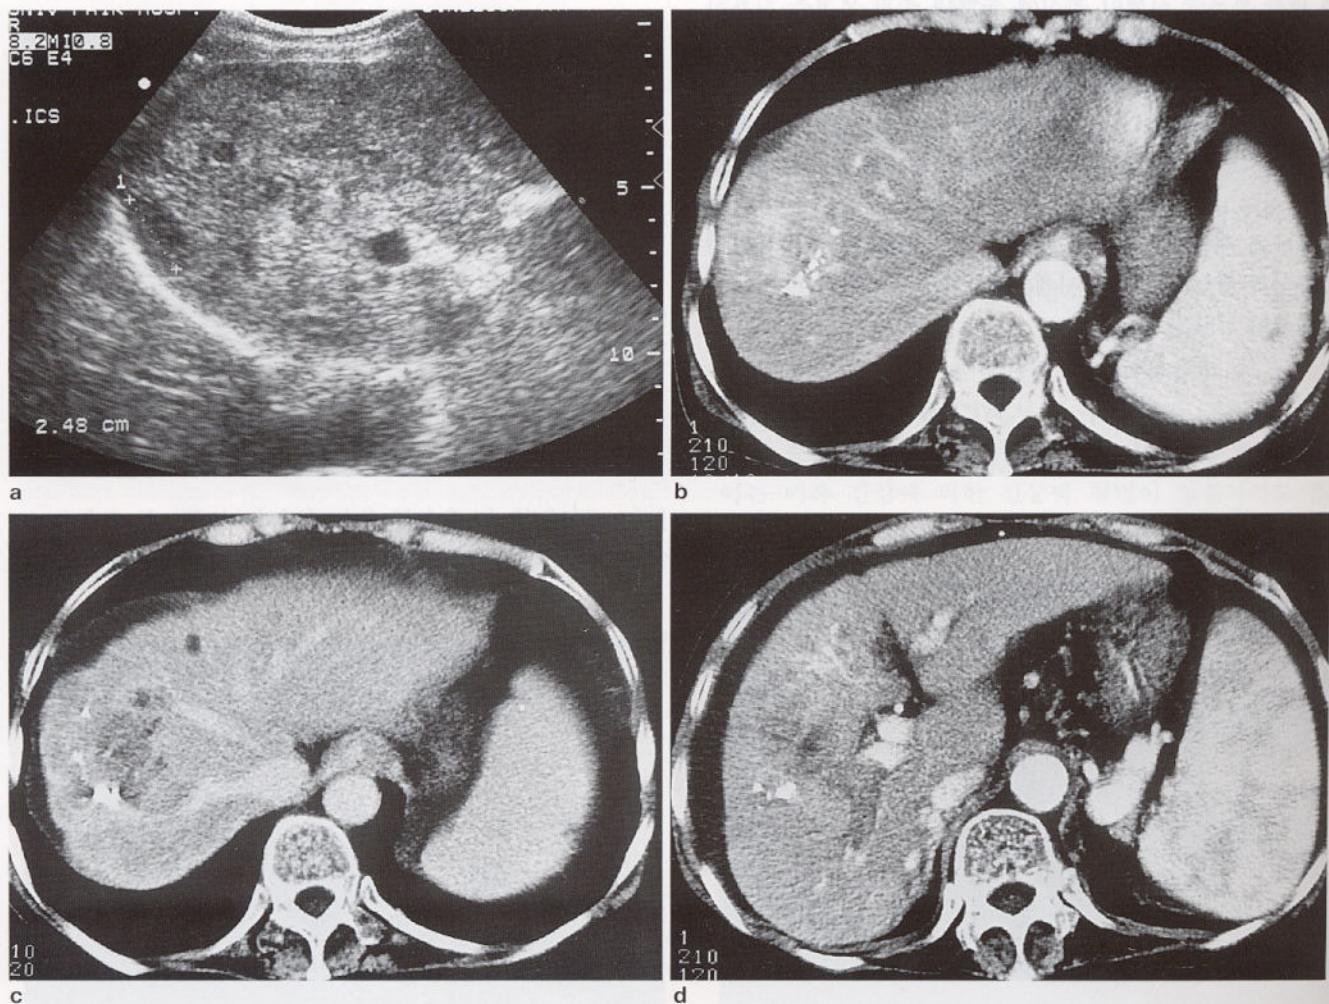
Multifocal hyperechoic mass is noted in the rt. lobe of liver on ultrasonogram (a), and well enhanced viable tumor is mixed with pre-existing lipiodol particle which is partially accumulated within tumor on the arterial phase of spiral CT (b). Tumor necrosis is also seen on portal phase of CT (c), and rt. main portal vein is occluded by tumor thrombus (d).
